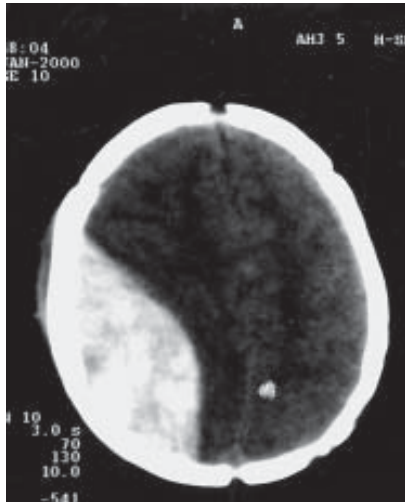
TC demonstrando extenso hematoma extradural parietoccipital direito em uma criança com 4 meses de idade, que apresentou anemia.
